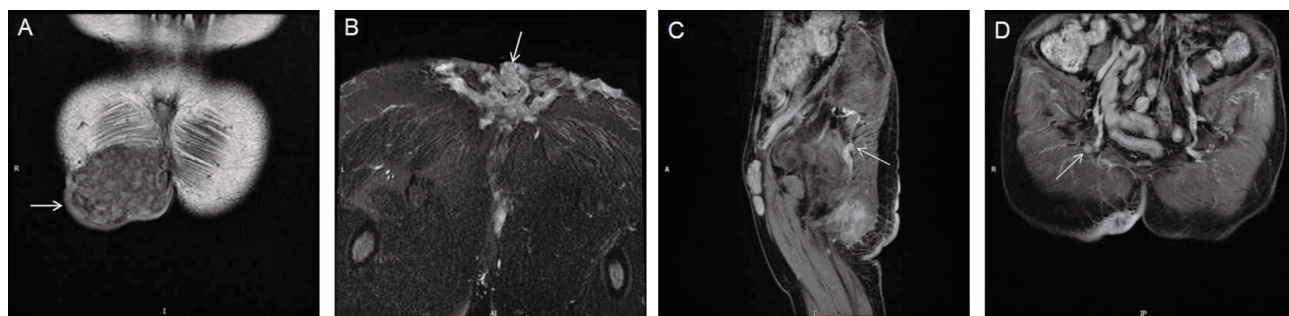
PTT 和 MPTT 的 MRI 表现 PTT 和 MPTT 在 MRI 评估中的可视化特点 A:一位良性 PTT 患者右侧呈现出一个固态囊肿(箭头指示);B:一位 MPTT 患者呈现为广泛的瘘管(箭头指示);C,D:两位 MPTT 患者有肿大的淋巴结。
